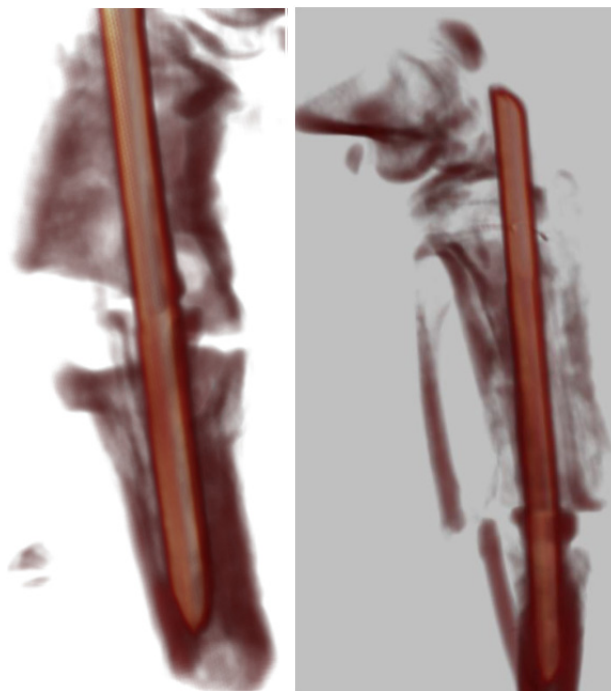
КТ зоны перелома на 90 сутки имплантата с лазерной обработкой (а), в сочетании с ЛЦУ (б)
